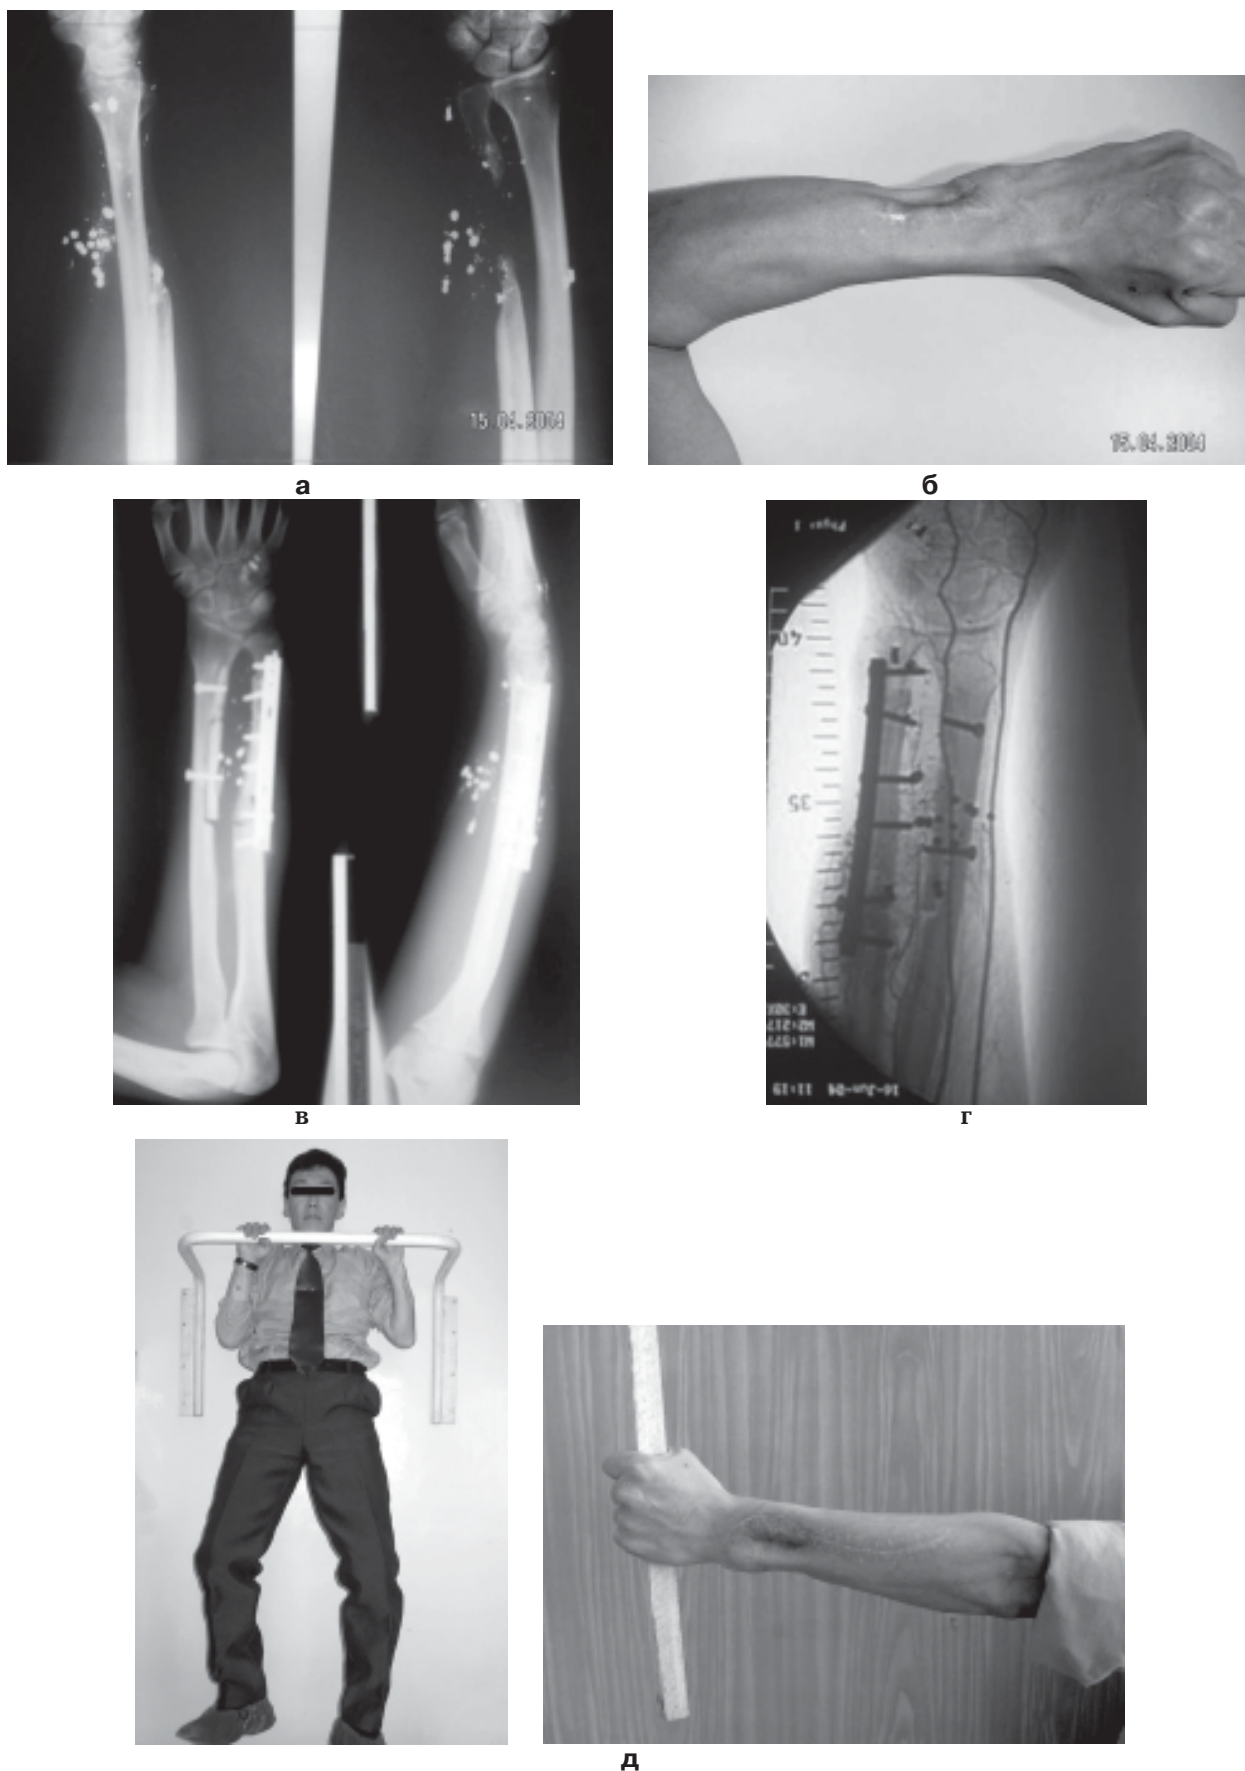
а – рентгенограммы больного В. до операции (дефект локтевой кости после огнестрельного дробового ранения 10 см); б – внешний вид левого предплечья до операции; в – рентгенограммы после операции (проведена пластика дефекта локтевой кости аутооттрансплантатом и аллоимплантатом «Перфоост» с остеосинтезом пластиной, локтевой кости – аллоимплантатом «Перфоост» с остеосинтезом винтами); г – контрольная ангиография левой верхней конечности (отмечается наличие кровоснабжения аутооттрансплантата); д – отдаленный результат лечения.
